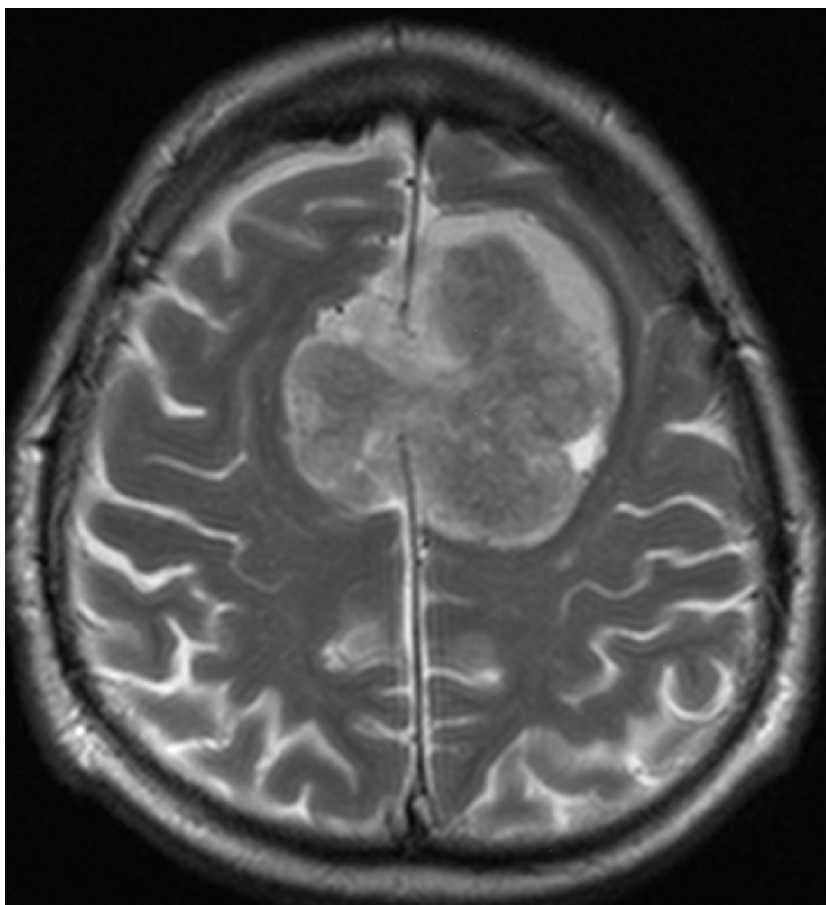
Менингиома лобно-теменной области. МРТ.
